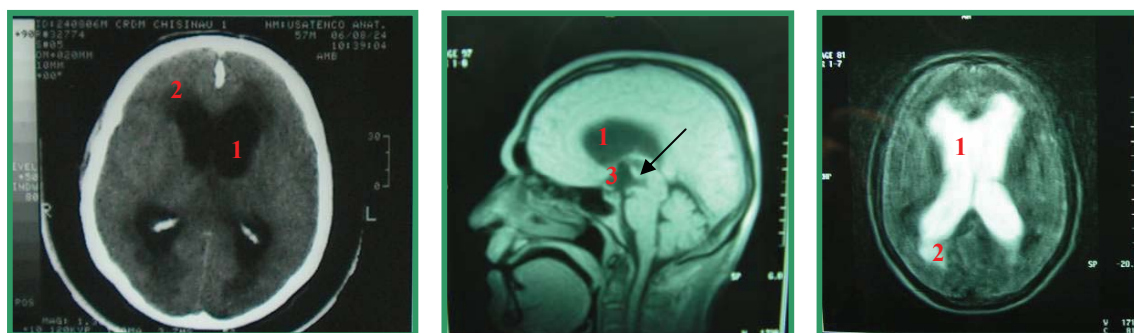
CT cerebrală (stânga) și RMN cerebrală (centru și dreapta). La CT se determină hidrocefalee pronunțată cu edem periventricular și se presupune o tumoră. La RMN se vizualizează tumora de tect cerebrală cu ocluzia apeductului Sylvius și hidrocefalee secundară pronunțată (calitatea imaginilor este rea din cauza, că pacientul era agitat în timpul procedurii). Cu săgeată este însemnată tumora. (1) – ventricolii laterali, (2) – edemul periventricular, (3) – ventricolul III
